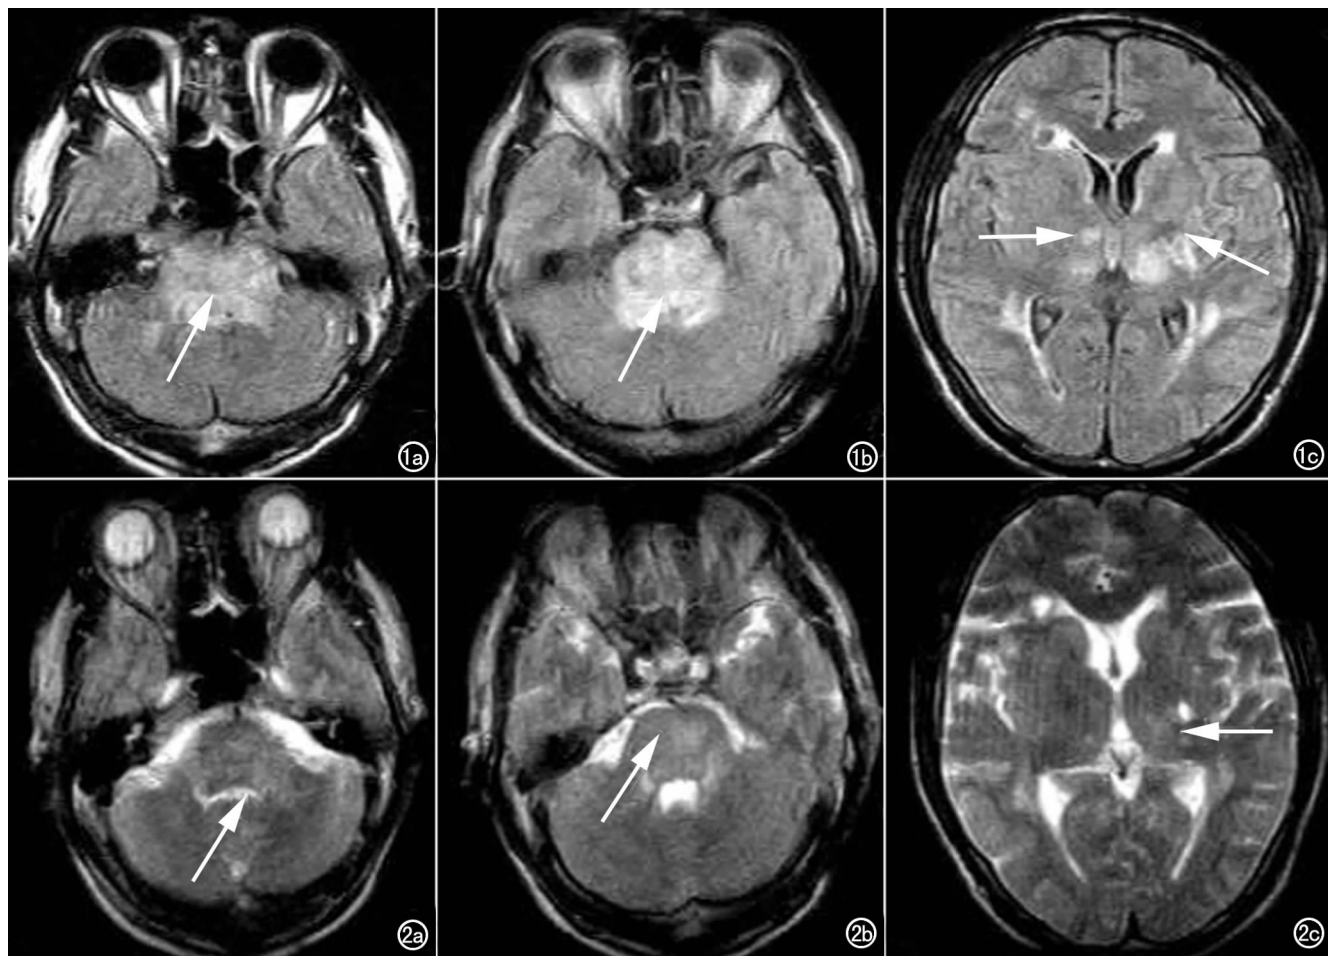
MRI 横轴面示延髓、桥脑、双侧丘脑和脑室周围多发异常信号, 脑干肿胀。a) FLAIR 示延髓高信号(箭); b) FLAIR 示桥脑高信号(箭); c) FLAIR 示双侧丘脑(箭)和脑室周围高信号。图 2 第 5 天复查 MRI 横轴面示延髓、桥脑、双侧丘脑高信号病灶明显好转, 脑干肿胀消退。a) T₂WI 示延髓高信号明显消退(箭); b) T₂WI 示桥脑高信号明显消退(箭); c) T₂WI 示双侧丘脑高信号明显消退(箭)。
